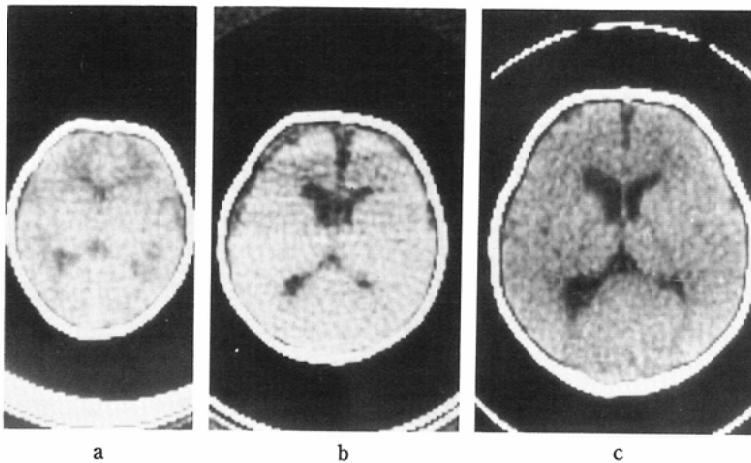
Brain CT of normally developed infant.
